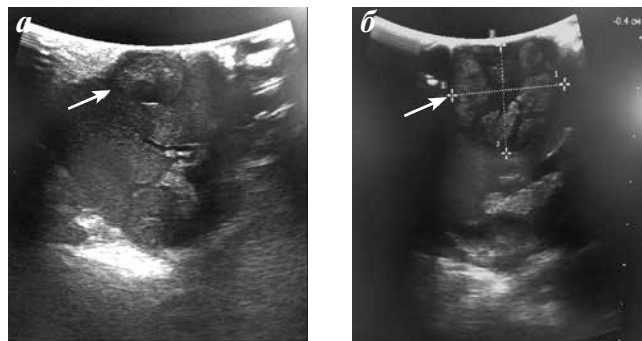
Интраоперационное УЗИ: опухолевое образование в верхнем полюсе размерами $2,7 \times 3,0$ см
